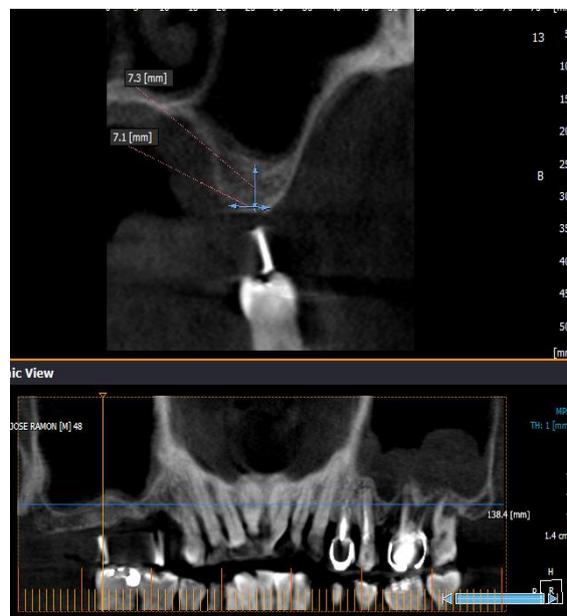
TC de la zona a intervenir con la férula radiológica.
